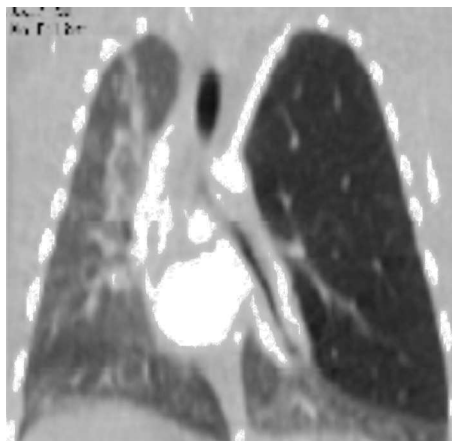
TC de tórax (reconstrucción coronal).
